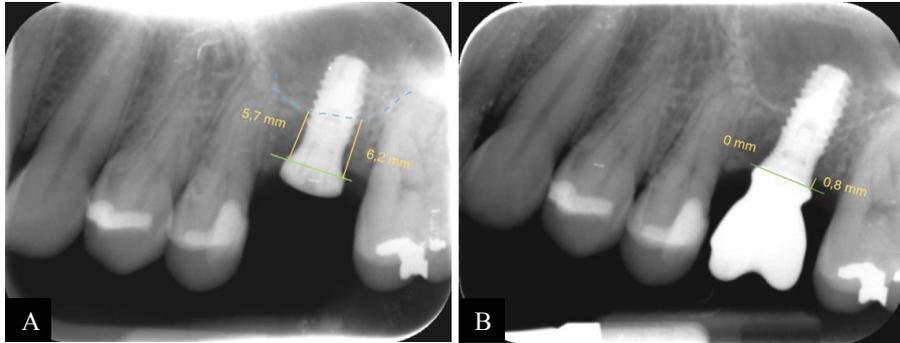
H. Radiografía periapical: A) medida de la altura inicial de la cresta ósea en el momento de la colocación del implante; y B) medida inicial de la pérdida ósea periimplantaria en el momento de la carga del implante.
